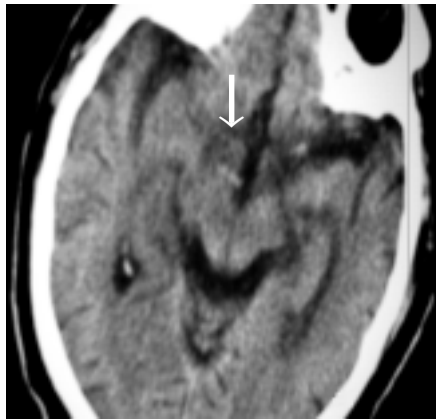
Signo de la arteria cerebral posterior hiperdensa (flecha) sobre la cisterna crural derecha en TAC inicial.
